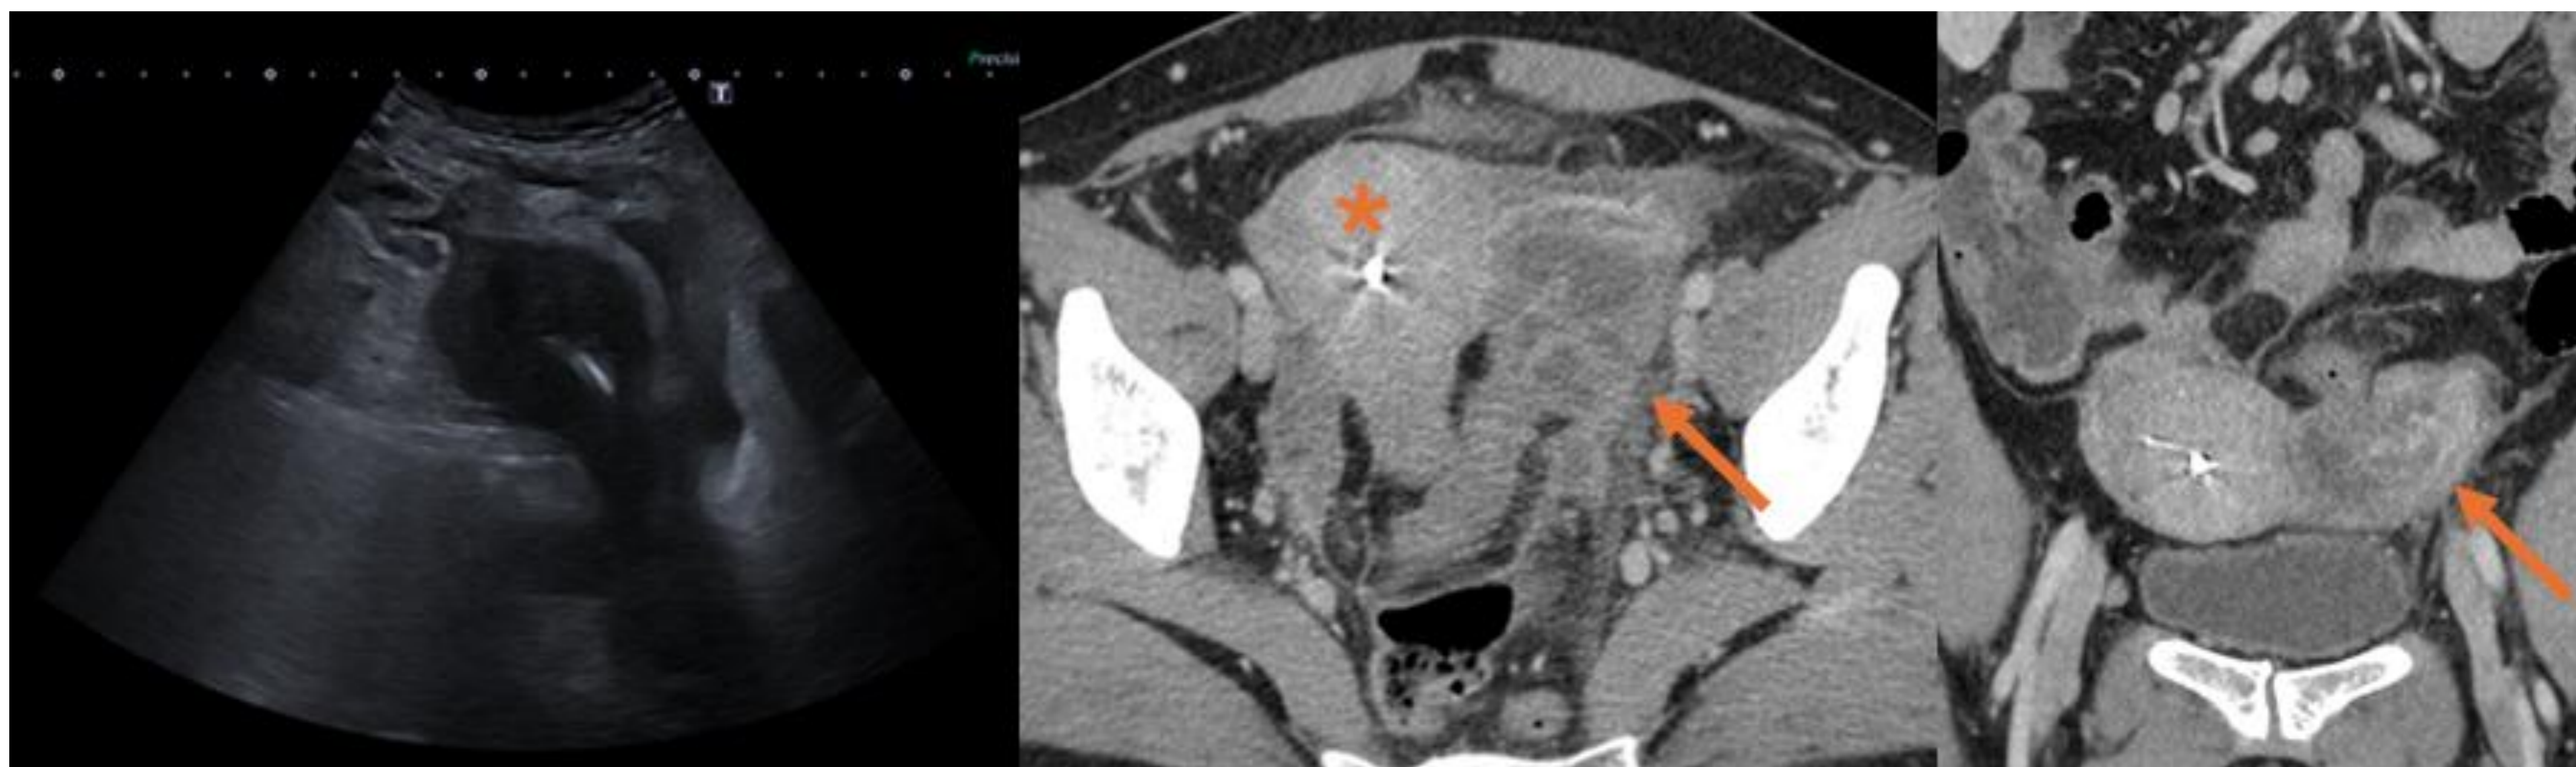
Ecografía: DIU normoposicionado y abundante cuantía de líquido libre en saco de Douglas. Cortes axial y coronal de TC abdominopélvico con contraste IV: Estructura tubular parametrial izquierda (flechas), con contenido hipodenso heterogéneo. Asocia moderados cambios inflamatorios con líquido libre en pelvis y engrosamiento de las fascias pélvicas. DIU normoposicionado como factor de riesgo (asterisco). Hallazgos compatibles con piosalpinx.
